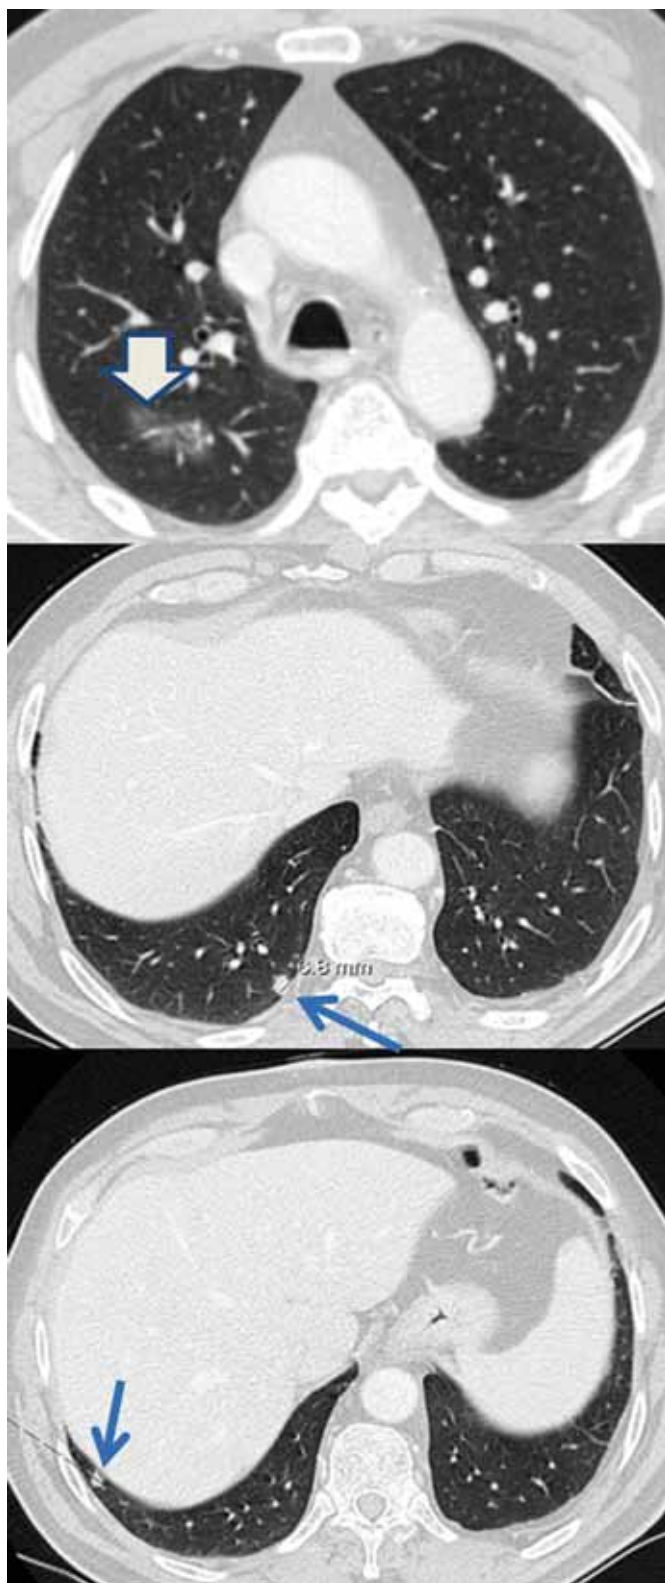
TC torácica inicial. Infiltrado interstício-alveolar no segmento posterior do lobo superior direito (seta larga). Três lesões nodulares com 4,5, 7 e 8 mm de diâmetro, sem calcificação da matriz, no lobo inferior direito, segmentos basal posterior, lateral e mediano (setas finas).
